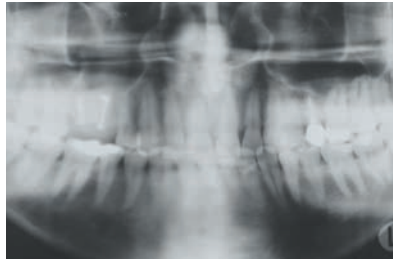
Radiographie postopératoire immédiatement après la reconstruction montre l'augmentation obtenue.
